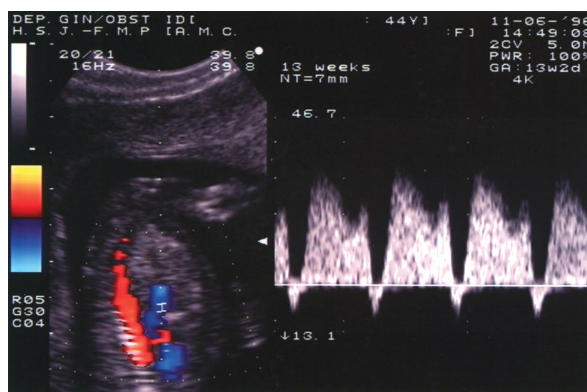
Onda de flujo obtenida por Doppler pulsado del ductus venoso de un feto de 13 semanas, evidenciando un patrón anormal, traducido por la presencia de onda A invertida (flujo retrógrado) durante la contracción auricular.
